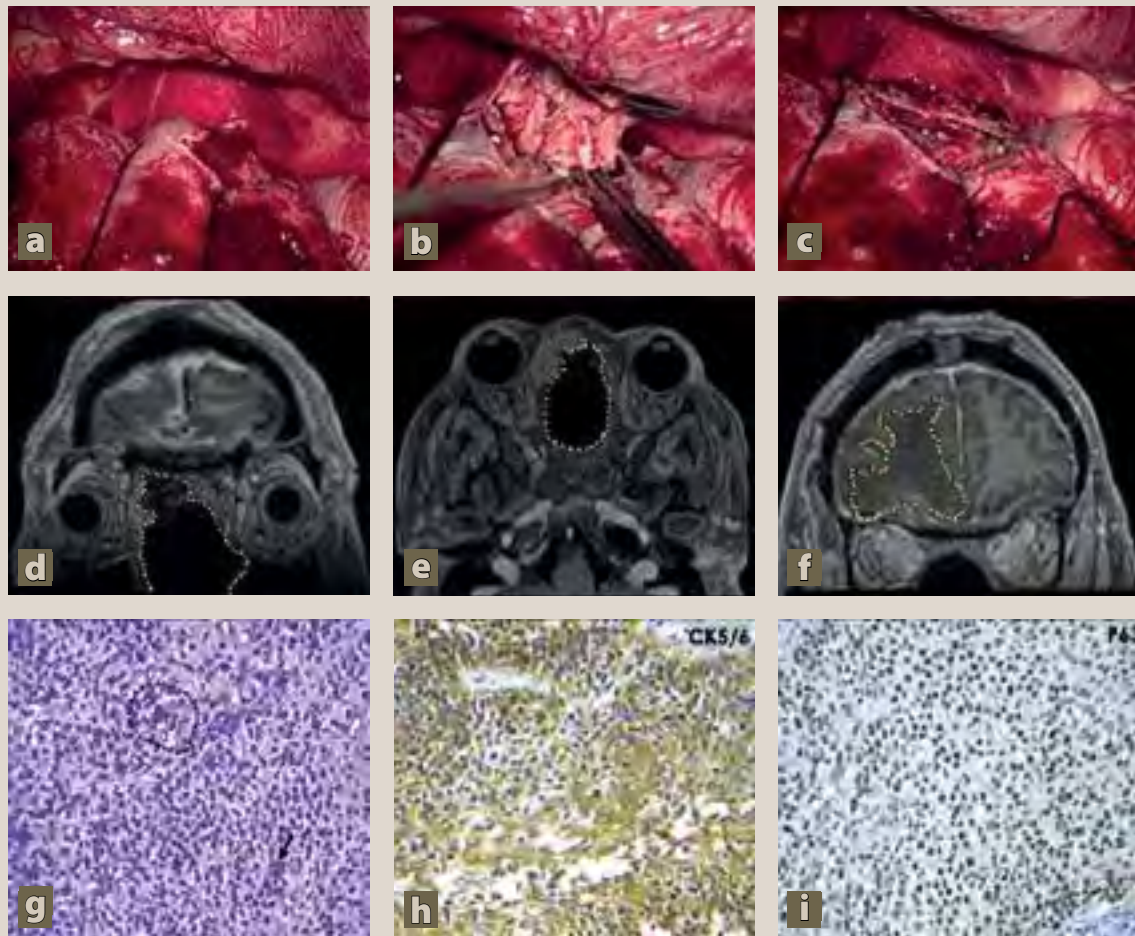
Tumor nasal con extensión intracraneal. Fotografías transoperatorias. a) Apertura de la duramadre en el lóbulo frontal. b) Exéresis de tumor intradural junto a la duramadre. c) Bordes de tejido cerebral sin evidencia de lesión tumoral. Control postquirúrgico por imagen (resonancia magnética [RM] en T1 + Gd en cortes coronal, axial y coronal respectivamente), mostrando: ausencia de la lesión tumoral en las fosas nasales (puntos naranjas continuos), ausencia de la lesión tumoral en la región frontal derecha aunado a edema vasogénico adyacente (puntos amarillos continuos). Imágenes histopatológicas: g) Varias capas de células epiteliales con pleomorfismo nuclear, mitosis (puntos negros) e infiltrado linfocitario (flecha). h) Inmunohistoquímica CK5/6 que confirma el origen epitelial. i) Inmunohistoquímica P63 que confirma el origen epidermoide.
